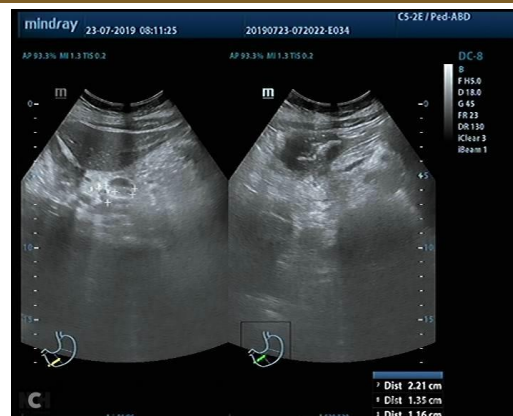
Ecografie abdominală: formațiune hipocogenă în cocardă antrală cu adenopatie perigastrică.
